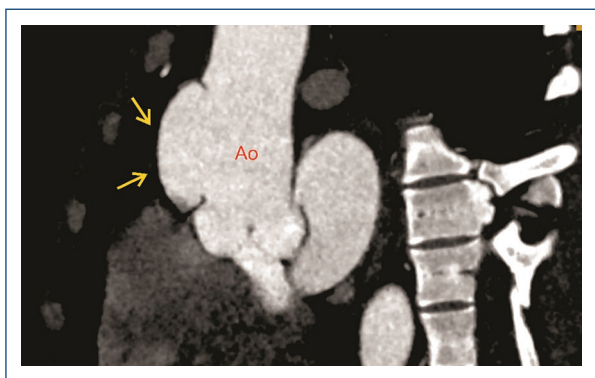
Sagittal plane in the CTA shows an intimal dissection that initiates in the right coronary Valsalva sinus just above the coronary artery with spiral extension to the left anterolateral wall marked by the yellow arrows.
